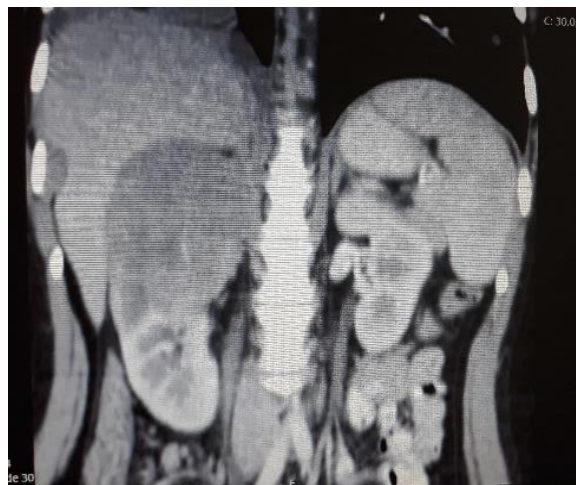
TC abdominal: Volumosa lesão neoplásica do rim direito com invasão e disseminação.
